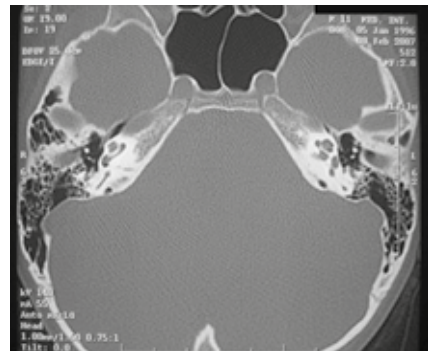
TC-assiale: si evidenzia normale struttura della coclea
